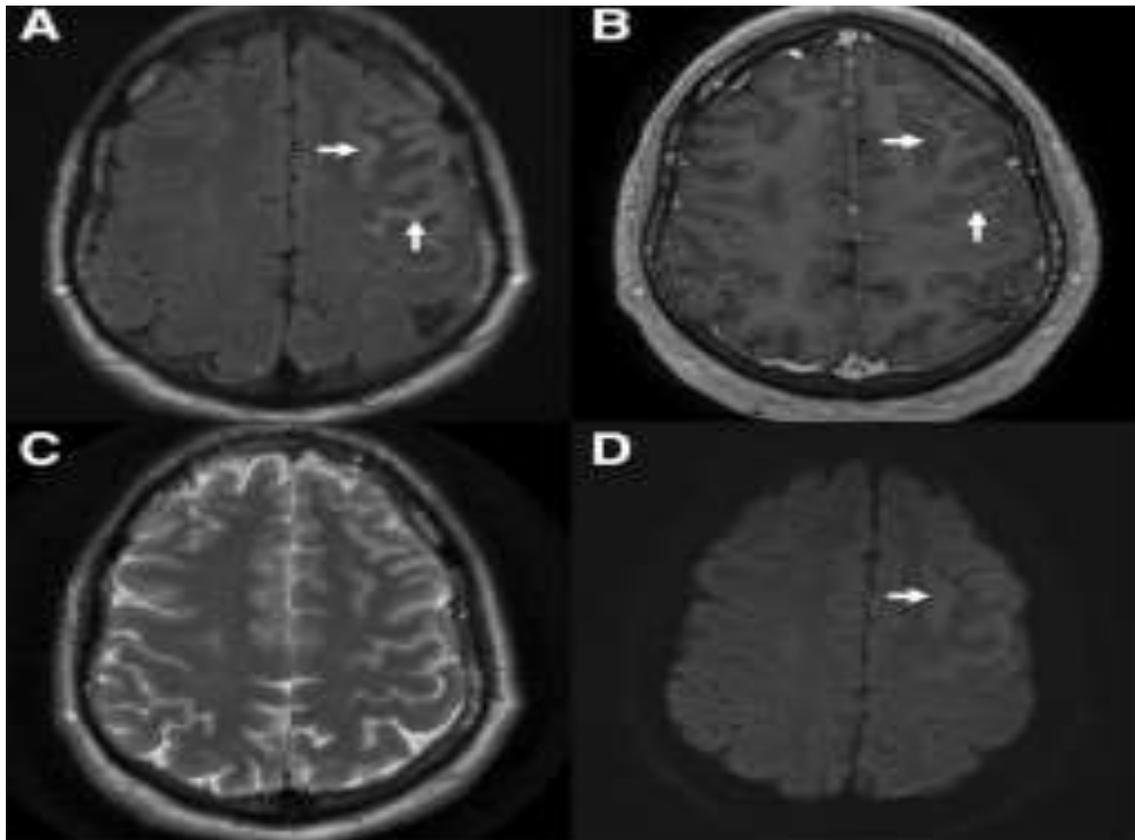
IRM cérébrale avec une lésion hyperintense FLAIR corticale unilatérale avec œdème corticale et hypersignal du cortex frontal et un rehaussement leptoméningé, associée à une encéphalite avec convulsions (FLAMES) à un anti-MOG [14]
